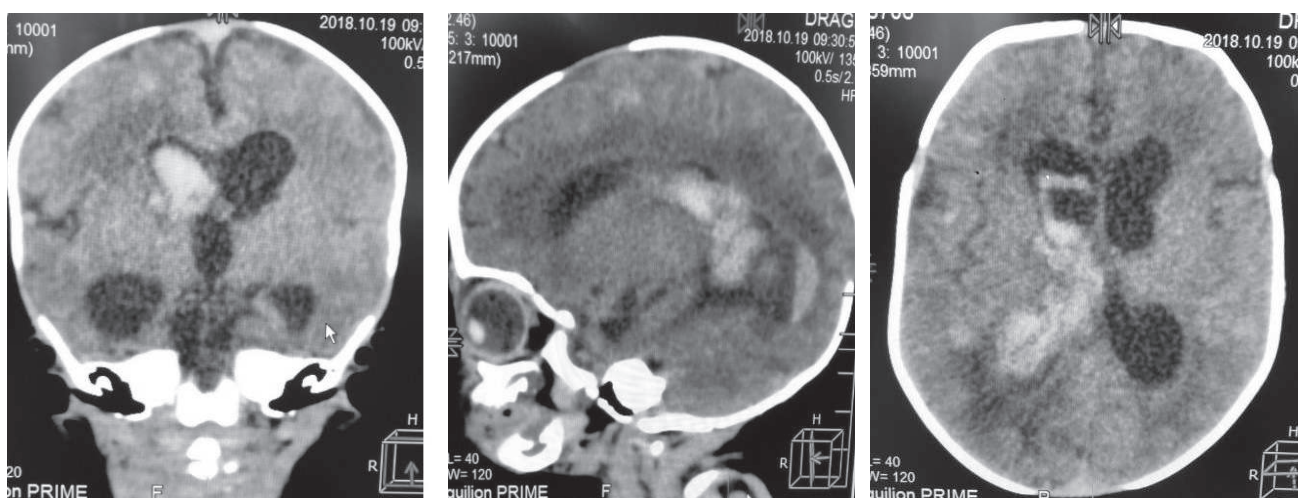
CT craniu: Hemoragie intraventriculară în stadiul acut-subacut
